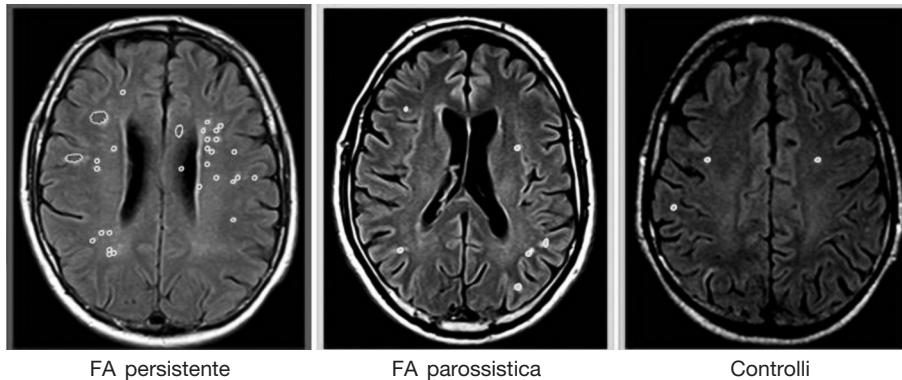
Immagini di RM cerebrale di pazienti rispettivamente affetti da FA persistente (primo), FA parossistica (secondo), gruppo di controllo in ritmo sinusale (terzo).
